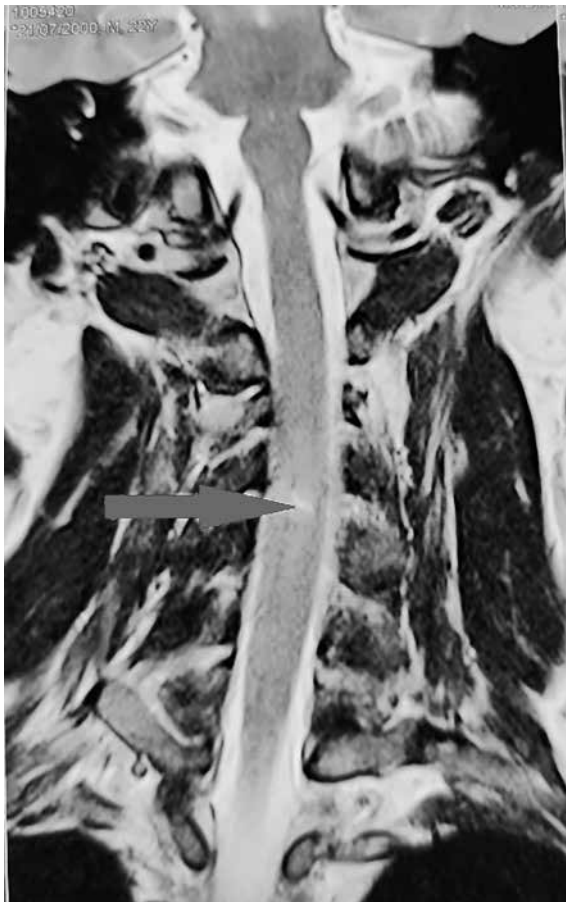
RMN secuencia T1 columna cervical; corte sagital.
